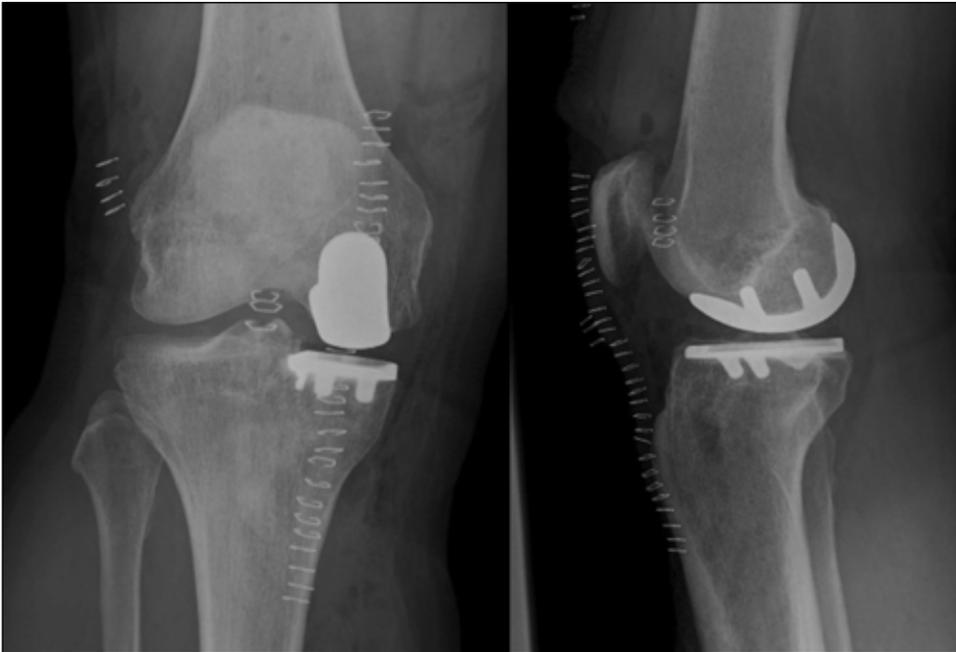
Radiographies post-opératoires
